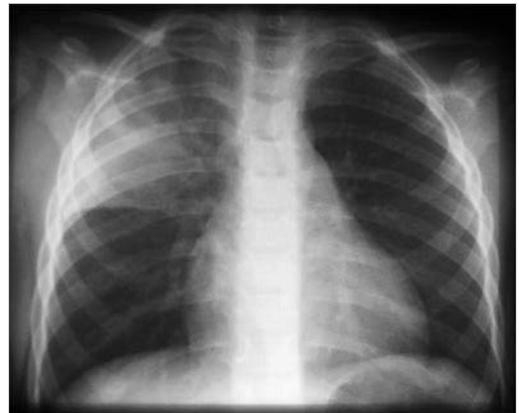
Zu Frage 679. Röntgenaufnahme des Thorax.
